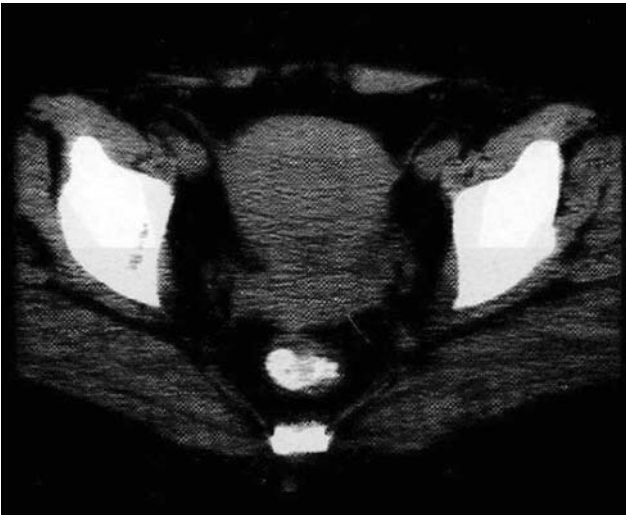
Больная К., 49 лет. Аксиальная томограмма. Диагноз: субмукозная миома матки
